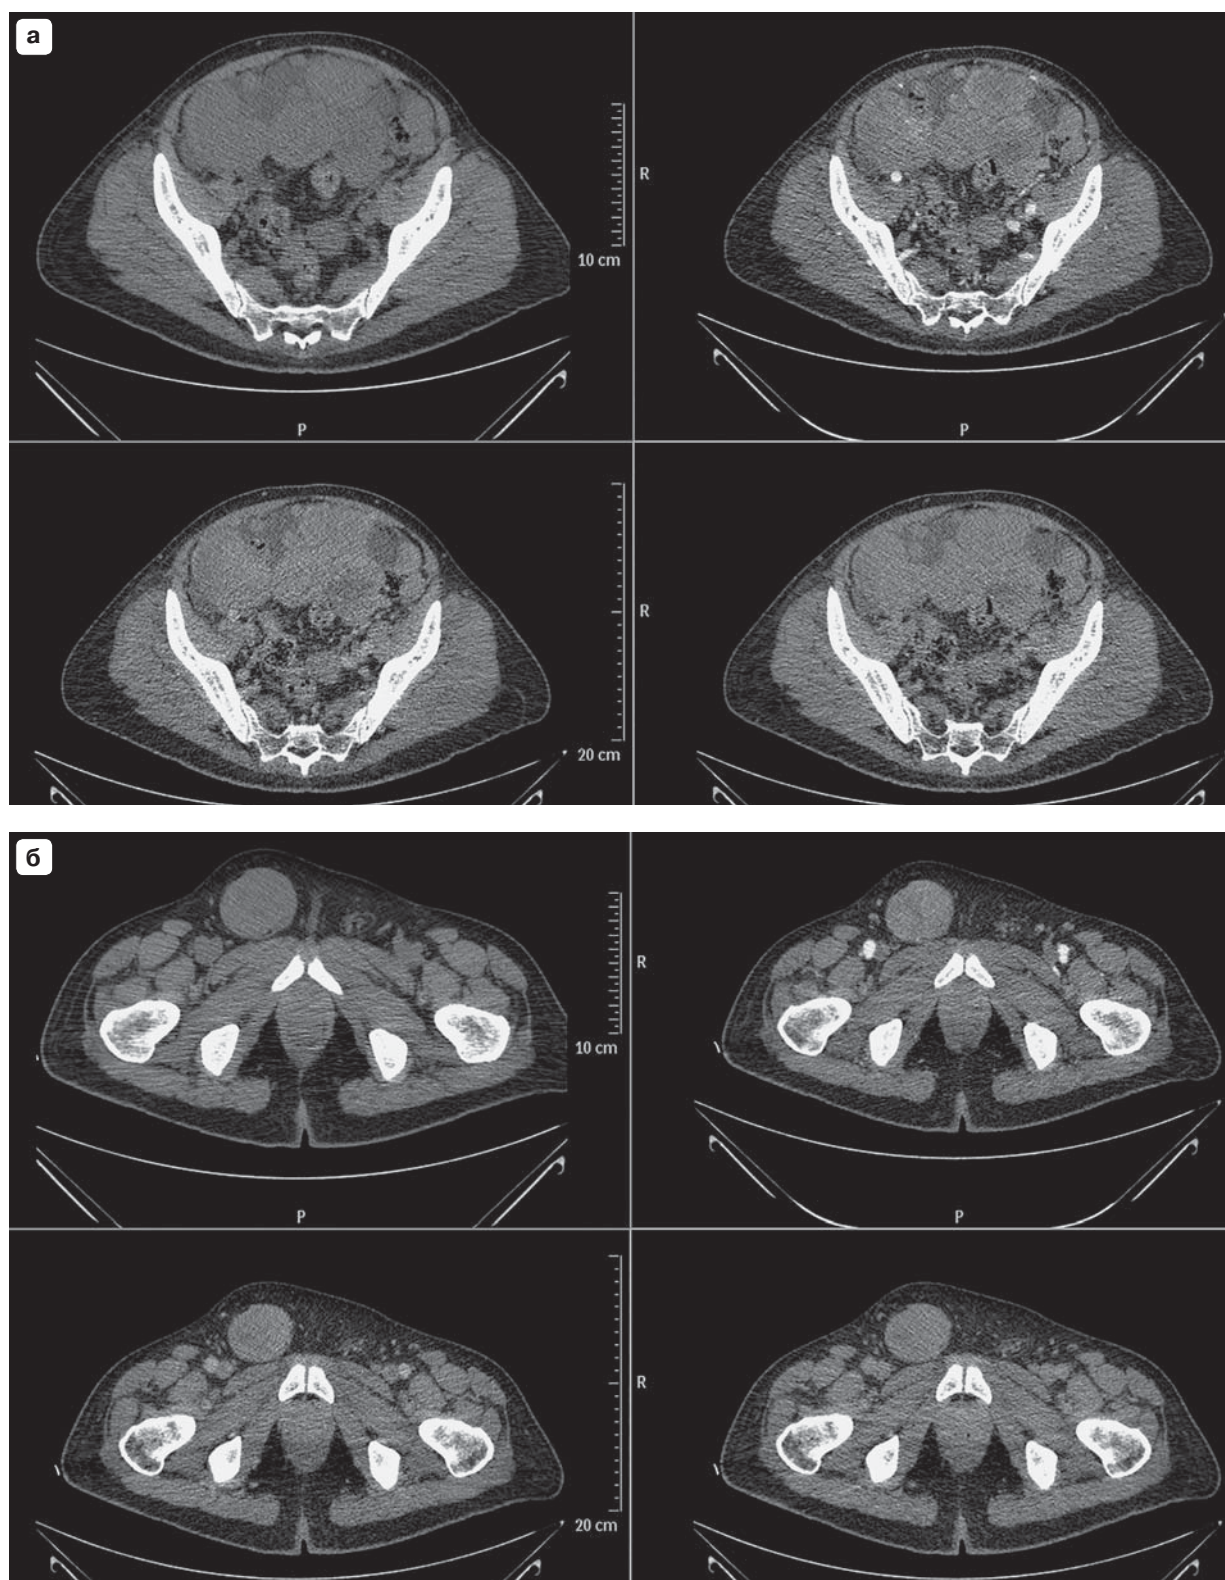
Последующее МСКТ-исследование через 9 мес после операции по поводу плеоморфной рабдомиосаркомы.
